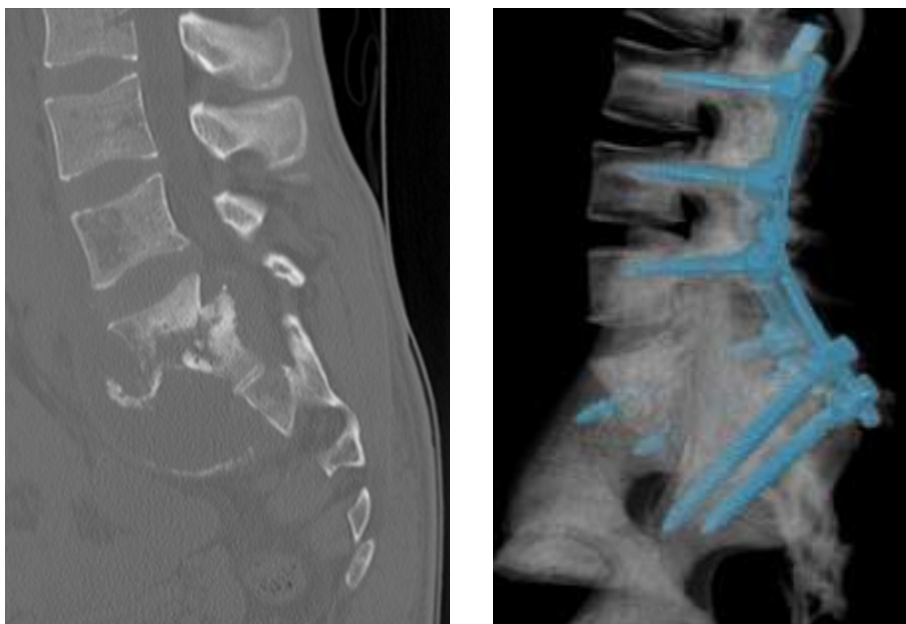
Tomografía de columna lumbosacra control y postquirúrgica (fijación espinal).
